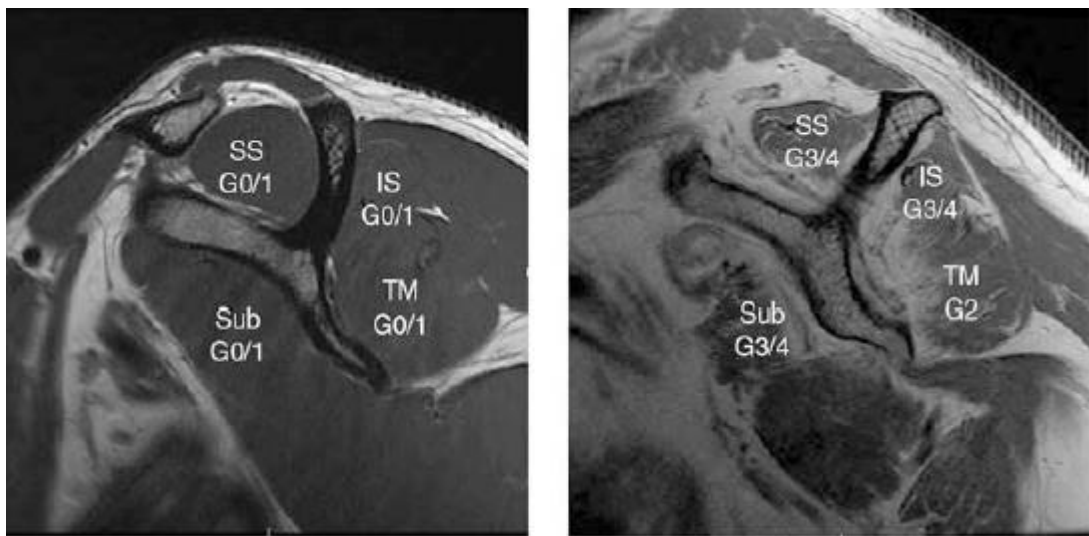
Beispiele der Bestimmung der fettigen Infiltration nach Goutallier in der sagittalen Ebene einer T1-gewichteten MRT-Aufnahme (SS = M. supraspinatus, IS = M. infraspinatus, TM = M. teres minor, Sub = M. Subscapularis, G = Grad der fettigen Infiltration) [54]
